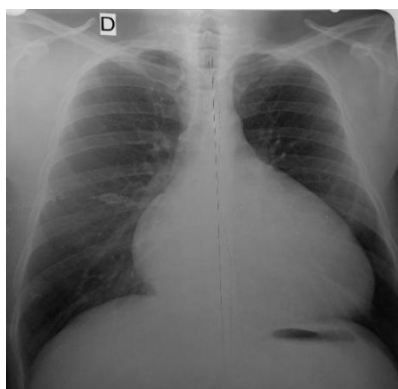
Radiographie thoracique montrant une cardiomégalie avec pointe du cœur sus-diaphragmatique
